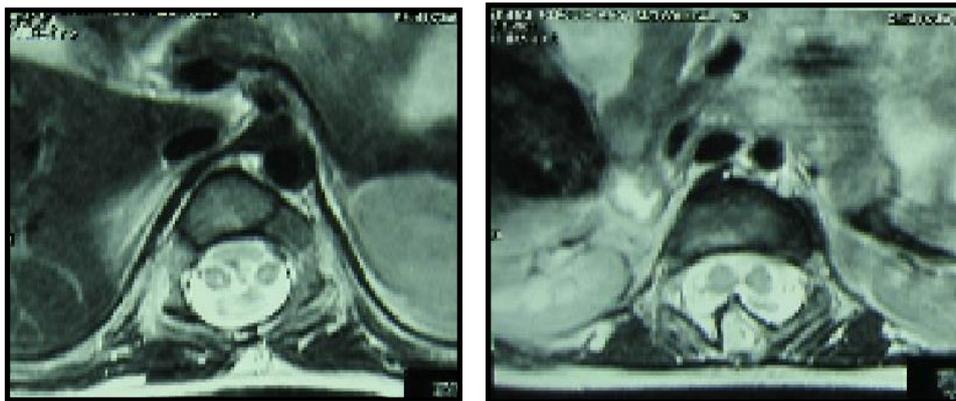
Corte axial en RM de diplomielia (izda.) y diastematomelia (dcha.).
